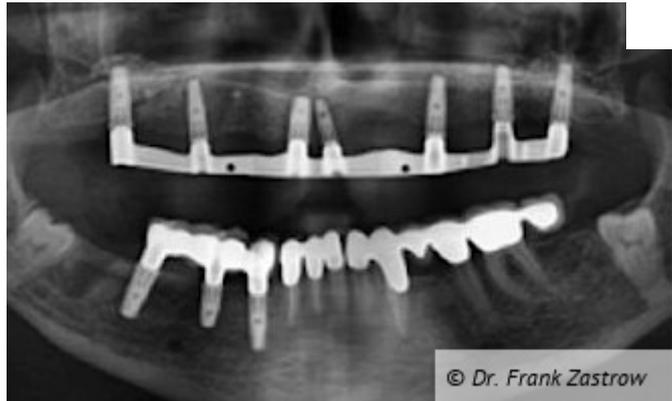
Das Abschlussröntgenbild.
